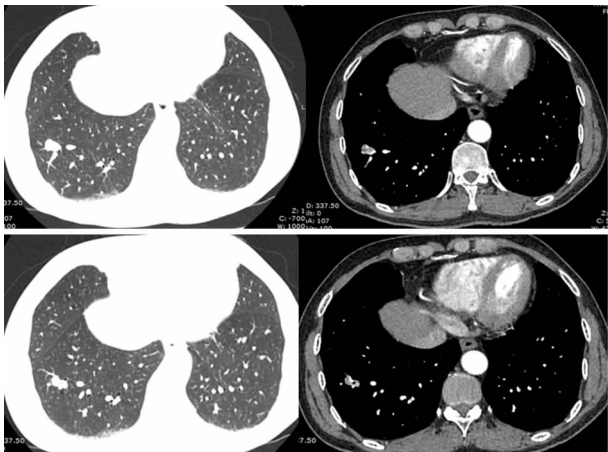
胸部CT(右肺下叶不规则稍低密度结节影,最大界面大小约10 mm×16 mm,增强可见强化。肺门及纵膈未见明显肿大淋巴结)
